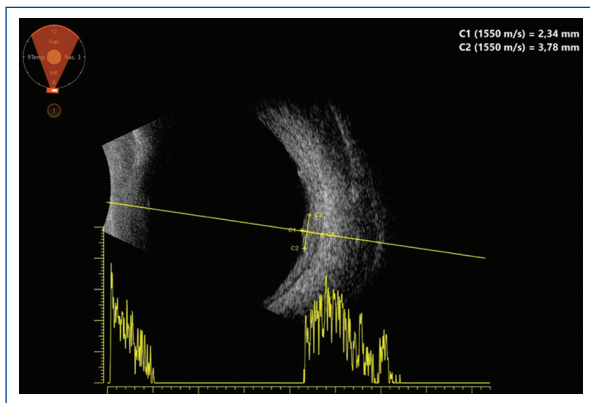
Ecografía ocular de ojo derecho donde se evidencia globo ocular de tamaño y configuración normal. Lesión nodular con engrosamiento coroidal de 3.78 mm de base por 2.34 mm de altura, correspondiendo a nódulos coroidales.
